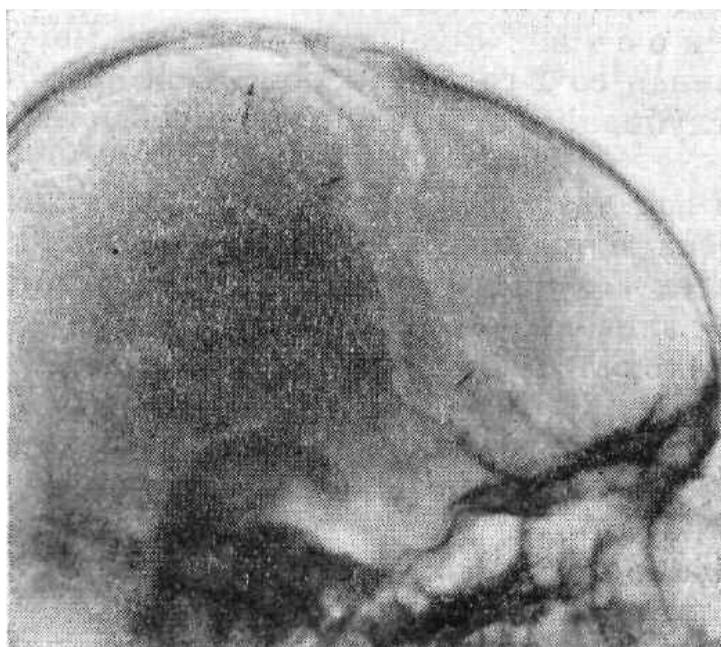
Рентгенограммы черепа в боковой и носолобной проекциях. Лентовидные просветления, обусловленные бороздами клиновидно-теменного синуса, обозначены одиночными стрелками; разветвление борозды — двойными; боковые лакуны — тройными стрелками.
